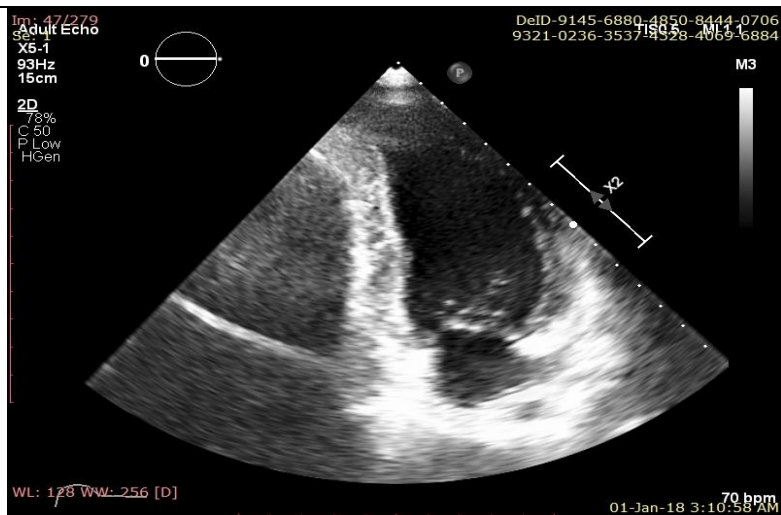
Ecocardiografie transtoracică – incidența apical 2 camere (imagine din cazuistica Clinicii de Cardiologie a SCJU Târgu Mureș)
